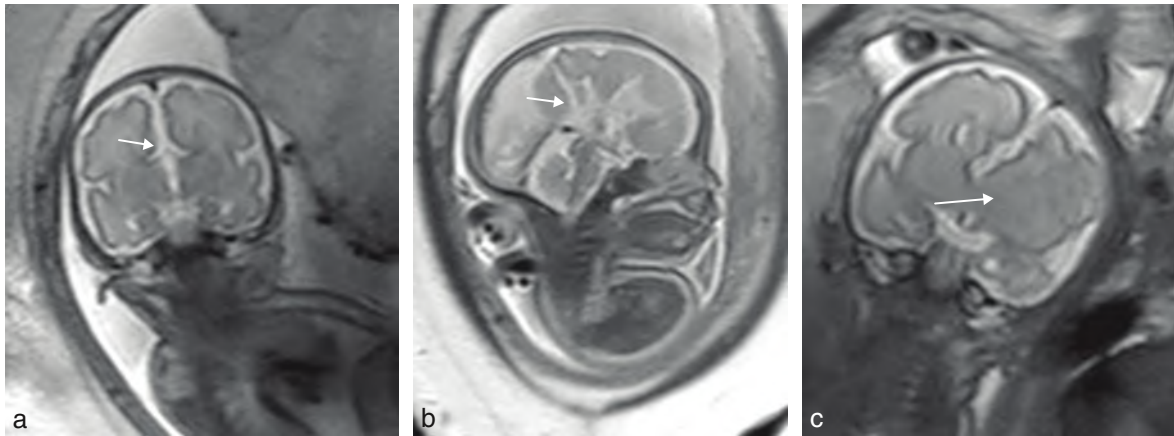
Agénésie du corps calleux : IRM (30 SA). a. Coupe coronale antérieure en pondération T2 . Absence de visualisation du corps calleux (→). b. Même fœtus. Coupe sagittale sur la ligne médiane en pondération T2. Absence de visualisation du corps calleux et disposition radiaire des sillons (→). c. Coupe coronale antérieure en pondération T2. Absence de corps calleux et zone de parenchyme anormale (→) correspondant à une zone de parenchyme dysplasique avec troubles de migration neuronale et hétérotopies (confirmées à la fœtopathologie).
